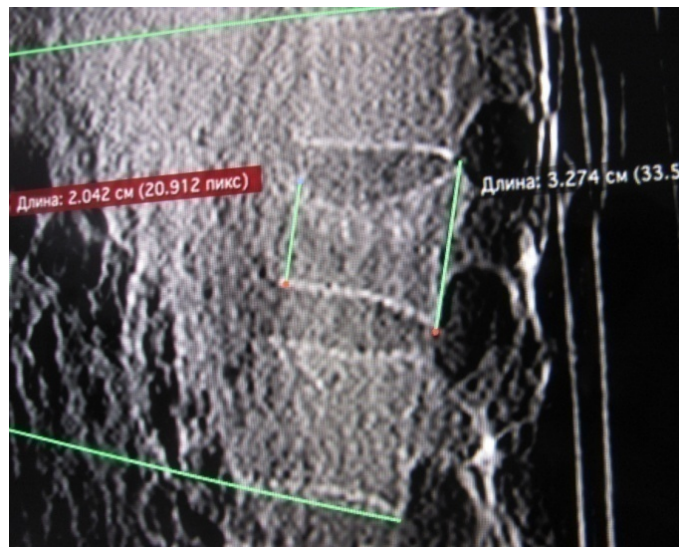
Розрахунок морфометричних показників на КТ-топограмі.
